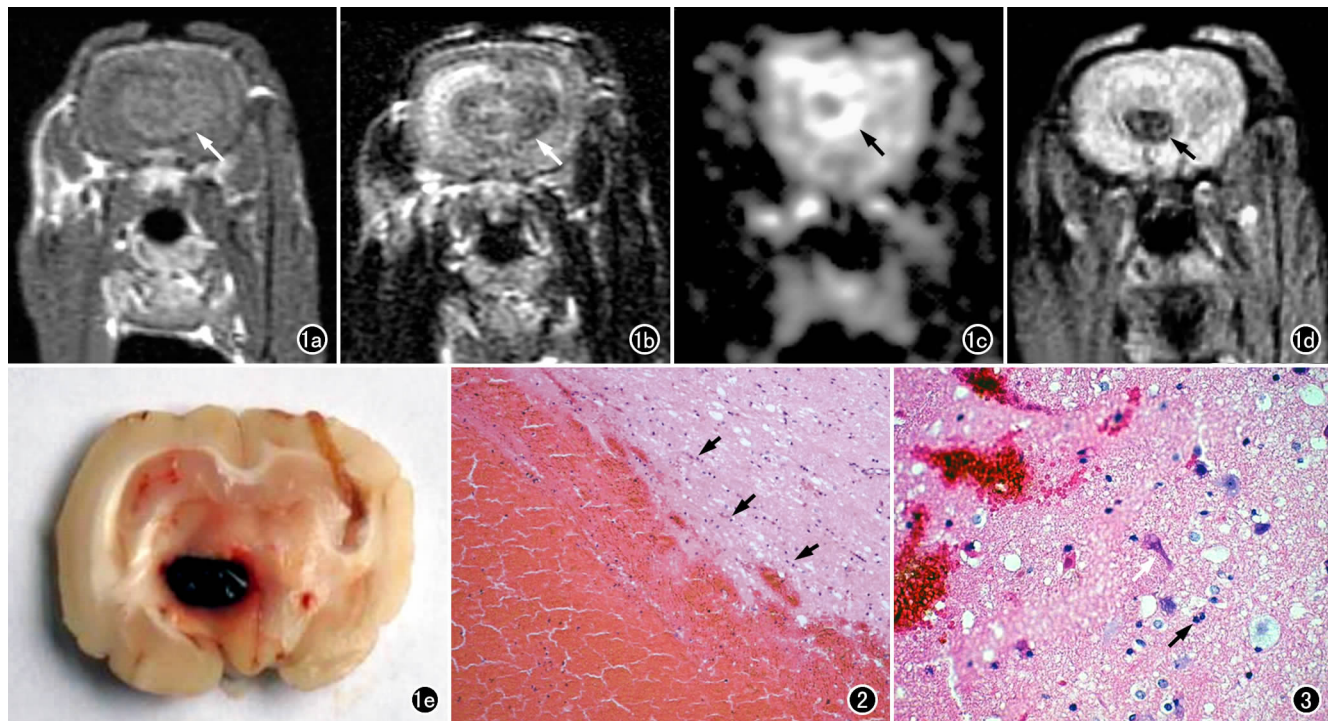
右侧基底节区脑血肿形成3 h。a) T_1 WI 示血肿呈等信号,边界欠清(箭); b) T_2 WI 示血肿呈不均匀稍高信号,边界欠清(箭); c) DWI 示血肿中心呈低信号,周边有高信号环(箭); d) T_2^* WI 示血肿呈低信号,中心可见等、高信号,边界清楚(箭); e) 脑血肿大体标本,示右侧基底节区血肿,边界清晰。图2 脑血肿形成12 h,镜下示血肿边缘可见小胶质细胞(箭)聚集($\times 10$, HE)。图3 脑血肿形成24 h,镜下示血肿边缘可见少量神经细胞坏死(白箭),周围有小胶质细胞和中性粒细胞(黑箭)浸润($\times 40$, HE)。
